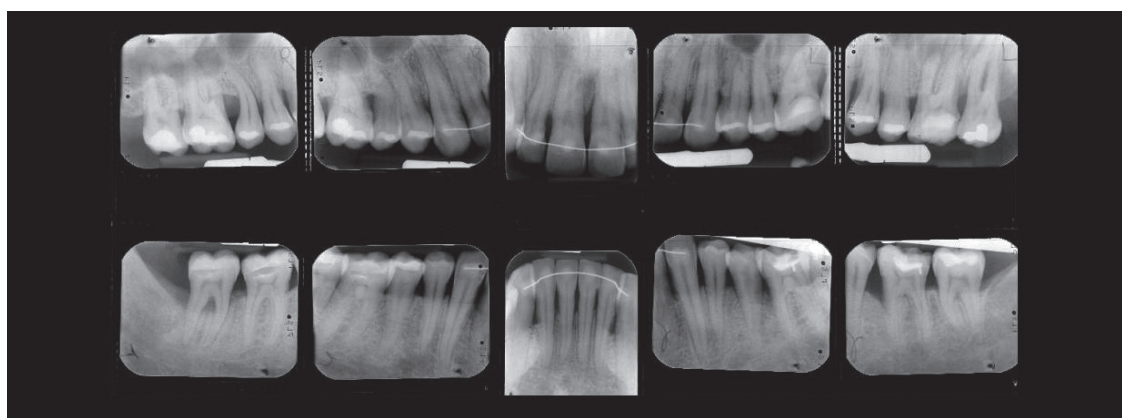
Der Röntgenstatus zeigt gute Parodontalverhältnisse, das Knochenniveau am Zahn 21 hat sich verbessert.
